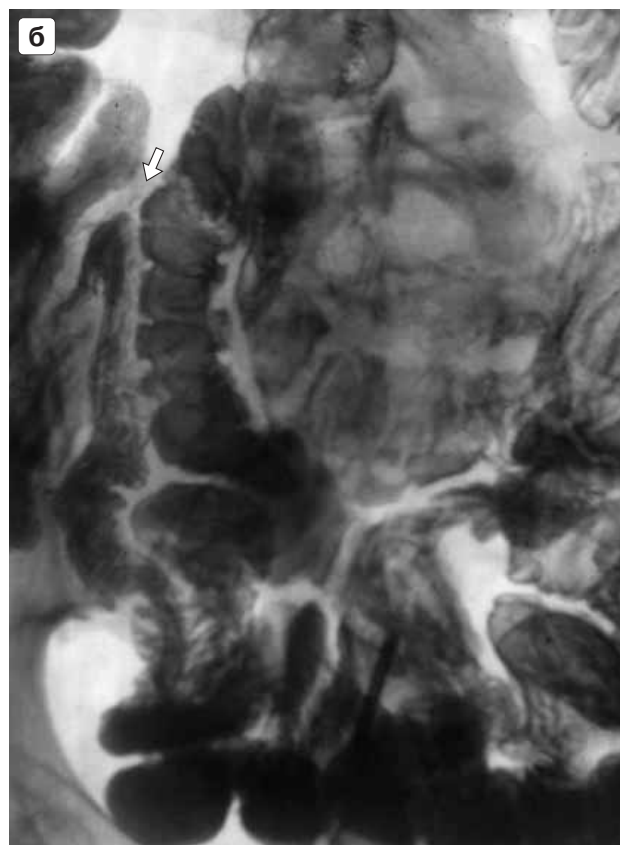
То же наблюдение. Контрольное рентгенологическое исследование тонкой кишки через 6 мес после проведенной операции. а – петли тощей части тонкой кишки обычно расположены и укладываются в вариант их нормального отображения. б – петли подвздошной части тонкой кишки также без признаков органических изменений. Хорошо виден неизменный терминальный участок подвздошной кишки (стрелка) с переходом “контраста” в толстую кишку.
